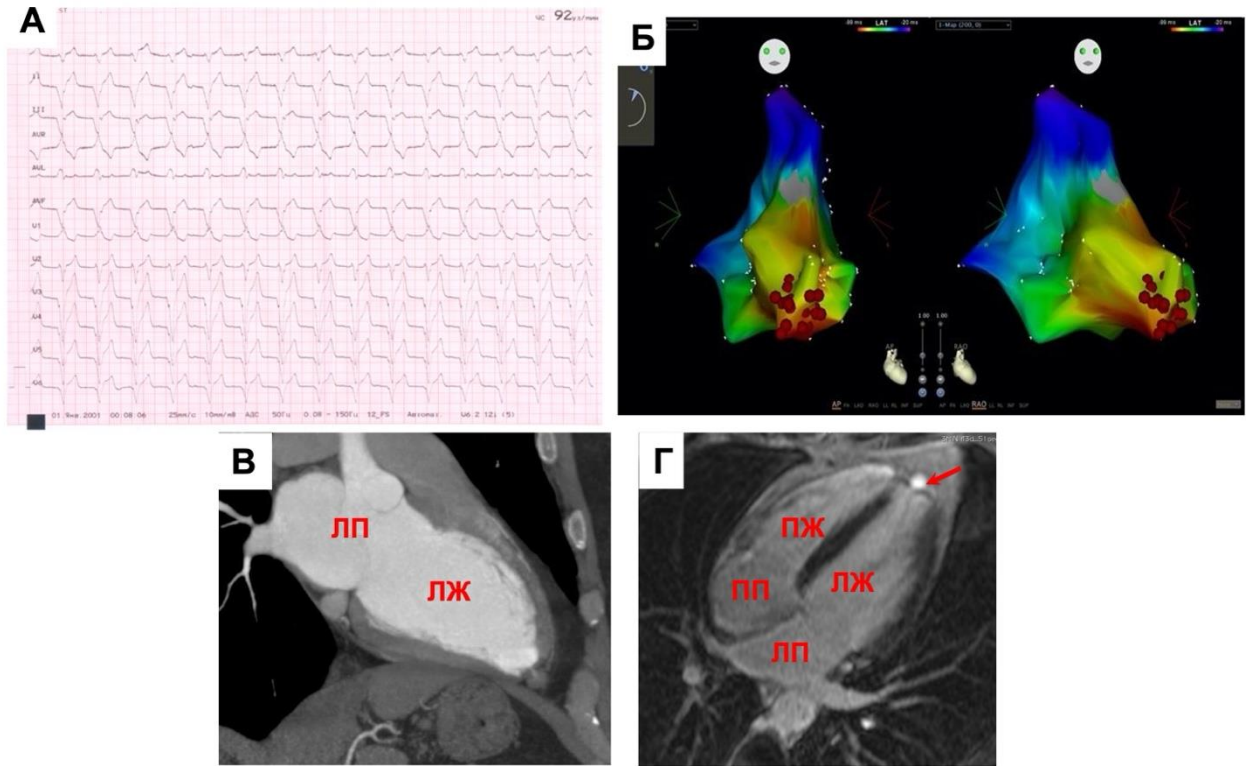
Клинический пример, пациентки Т, 46 лет, пароксизмальная ЖТ: А – ЭКГ; Б – ЭФИ, РЧА верушечной области ЛЖ; В – МСКТ-АГ, мультипланарная реконструкция, 2-х камерная плоскость; Г – МРТ сердца с КУ, PSIR, 4-х камерная плоскость, в верушке ЛЖ (стрелка) визуализируется эпикардальное образование.
